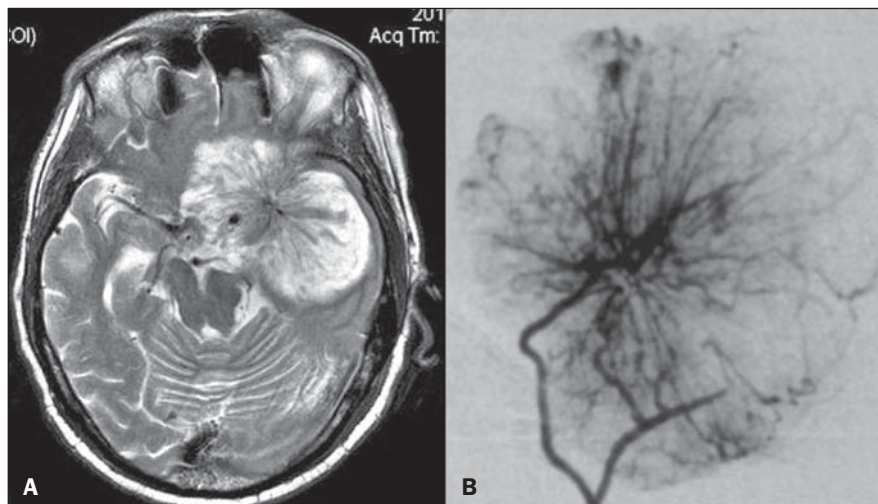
Duas pacientes diferentes com diagnóstico de meningioma. Em ambas, observam-se múltiplas pequenas artérias com arranjo radial a partir de uma artéria nutridora dominante, caracterizando o sinal da roda de carroça (“spoke wheel sign”). Em A, imagem de RM no plano axial ponderada em T2 de uma paciente de 60 anos com meningioma da asa maior do esfenoide, e em B, imagem de angiografia com subtração digital em uma outra paciente de 55 anos com um meningioma da região temporal direita.
